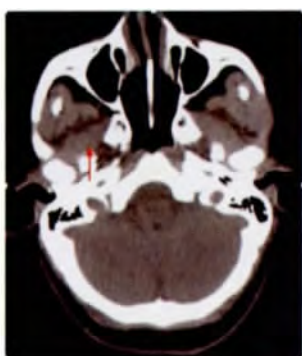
复查颈部 CT 示右侧舌下神经鞘瘤术后改变,未见残留复发征象,如图红色箭头所指。
